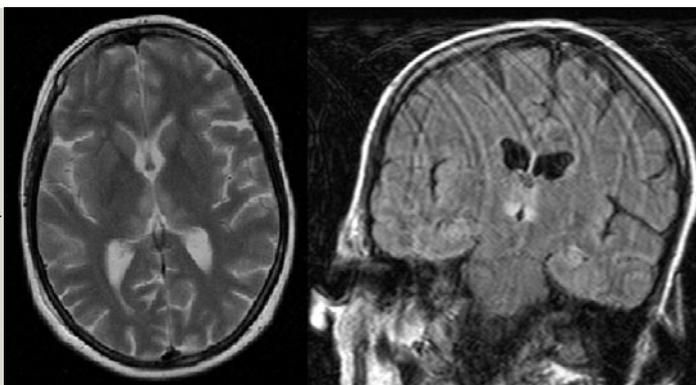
Charakteristische MRT-Veränderungen bei Wernicke-Enzephalopathie einer 46-jährigen Patientin mit chronischem Alkoholabusus: Hyperintensitäten im Bereich medianer Kerngebiete des Thalamus (axiale T2-Wichtung, links) und im Bereich um den dritten Ventrikel/Aquädukt (koronare FLAIR-Wichtung, rechts). Die Artefakte bei der FLAIR-Sequenz sind durch die motorische Unruhe im Rahmen des organischen Psychosyndroms bedingt.
